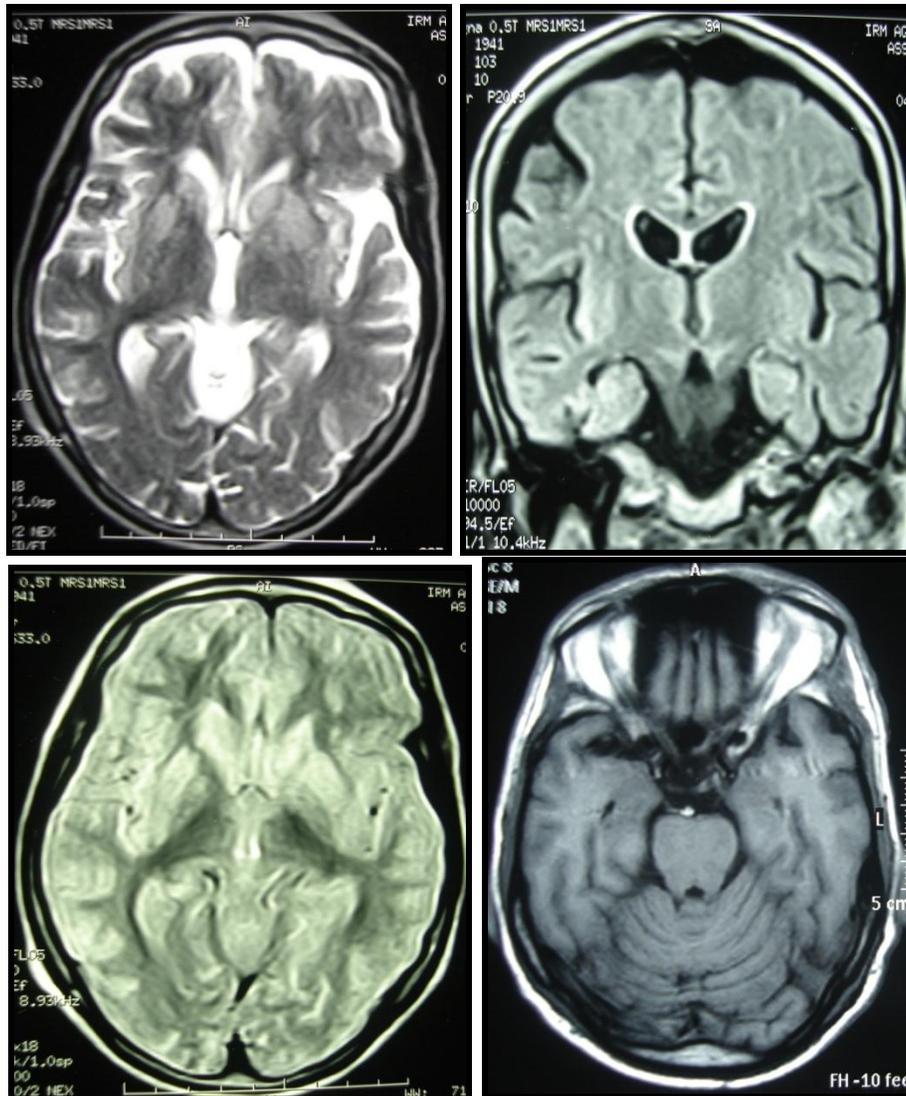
IRM en séquence pondérée T2, T1 et Flair en coupes axiales et coronales montrant des hypersignaux bilatéraux et symétriques du striatum, un hypersignal corticale temporal droit avec atrophie vermienne.
